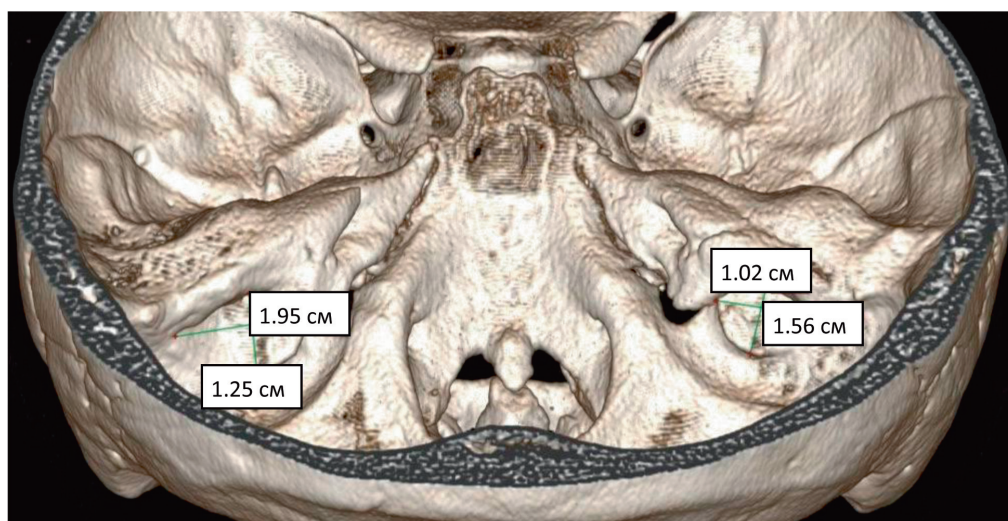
3D-реконструкция МСКТ черепа. Картина расширения наружной апертуры водопровода преддверия с обозначением размеров
